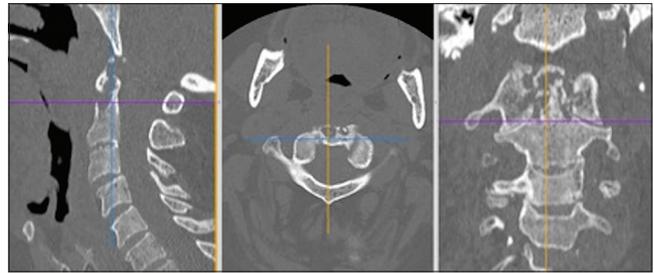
TAC multislice preoperatoria (captura de pantalla del Osirix®): se observa el compromiso de la odontoides, el arco anterior y las masas laterales del atlas
